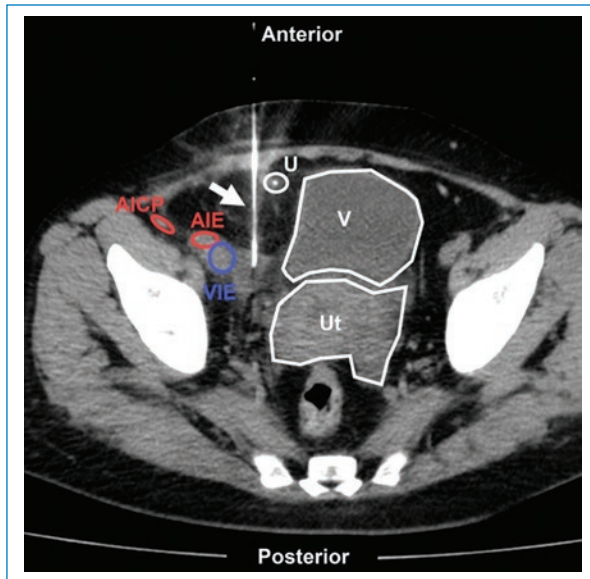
Mujer de 44 años con colección infrarrenal postrasplante renal derecho. BP transabdominal anterior (flecha) bajo TC. Estructuras a evitar: U: uréter reimplantado; AICP: arteria ilíaca circunfleja posterior; AIE: arteria ilíaca externa; VIE: vena ilíaca externa; V: vejiga; Ut: útero. Aguja utilizada: Chiba 20 G. Diagnóstico final: linfocelo posquirúrgico.
